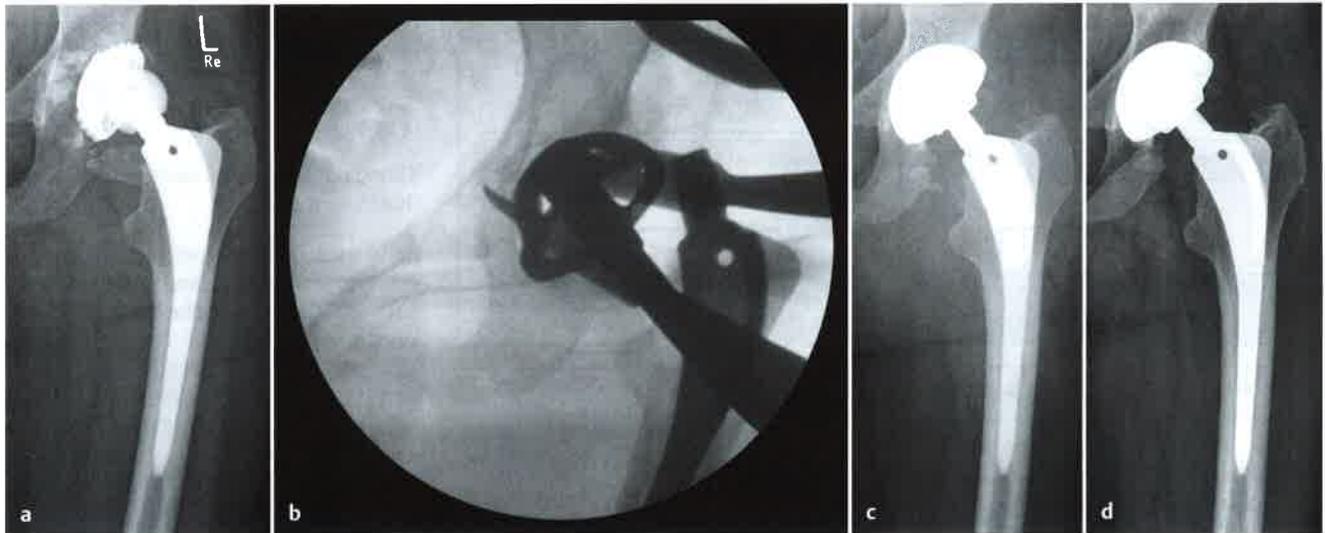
a bis d MW, * 18.03.1941, w.: Erstimplantation HTP li. 1987 wegen Koxarthrose. a Seit etwa 1 Jahr Beschwerden, präoperatives Röntgenbild 6/2009 mit Nachweis der Pfannenlockerung (Katthagen 1–2). b Intraoperative BV-Aufnahme (6/2009) mit Probepfanne und gut erkennbarem Knochendefekt. c Postoperatives Röntgenbild (6/2009) nach Unterfütterung der Pressfit-Pfanne mit Knochenchips vom eigenen Beckenkamm. d Unverändert stabiler Sitz des Schaftes nach 23 Jahren, stabile Pressfit-Pfanne nach 1 Jahr (5/2010).
